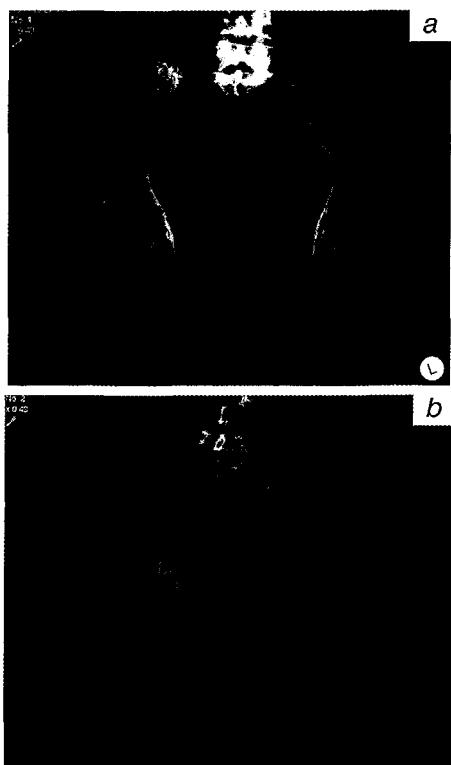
Рентгенограмма костей таза той же больной.
